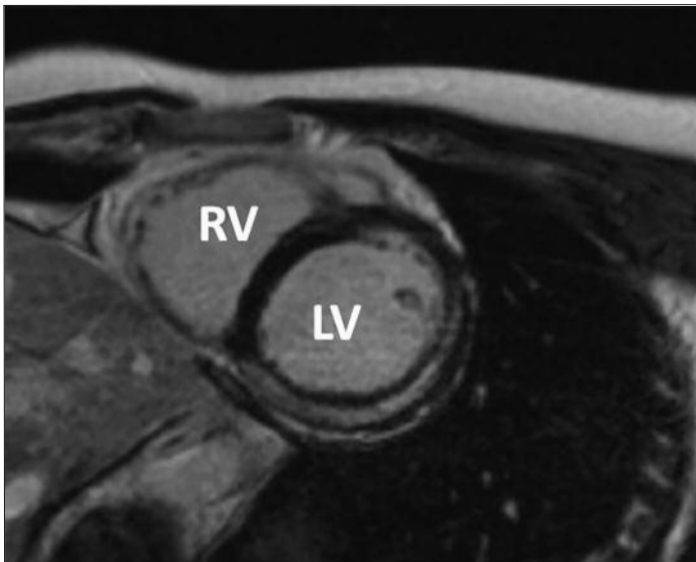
Typisches Bild einer akuten Myokarditis im Kardio-MRT (kurze Achse) mit «late gadolinium enhancement» (LGE) im infero-lateralen Bereich (LV: linker Ventrikel; RV: rechter Ventrikel) © Frey
